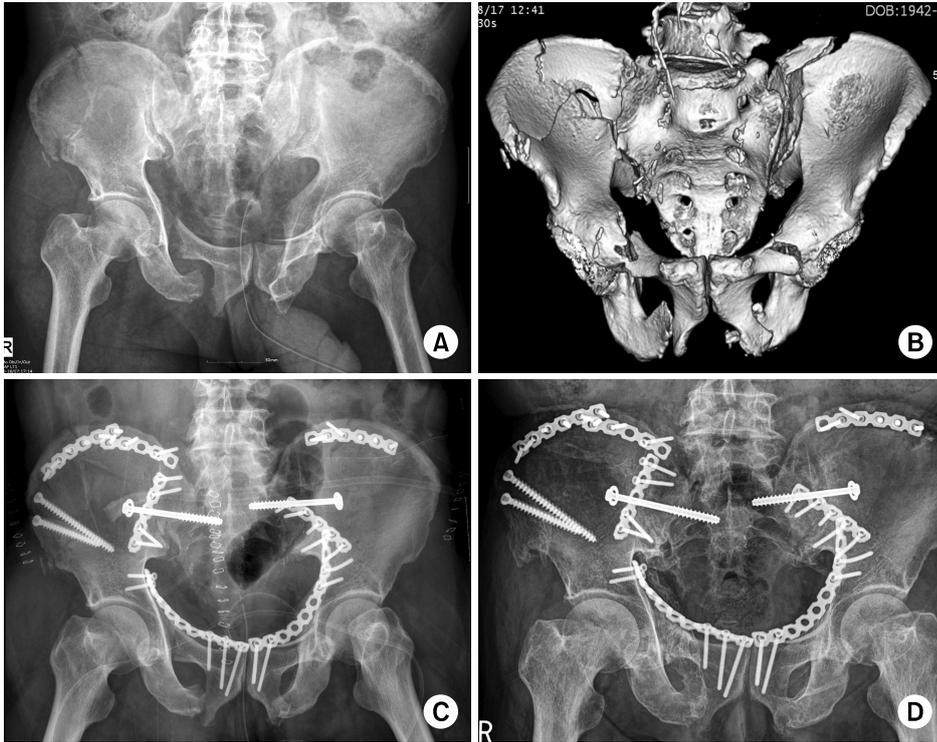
A 69-year-old man's (A) initial pelvis anteroposterior view and (B) pelvis computed tomography image showed the AO/OTA type C3 pelvic fracture. (C) Internal fixation of the pelvis was done. (D) The last follow-up on both hips anteroposterior x-ray at postoperative 13 months demonstrated union of fractures, but he still had deficits of right lumbosacral plexopathy.
